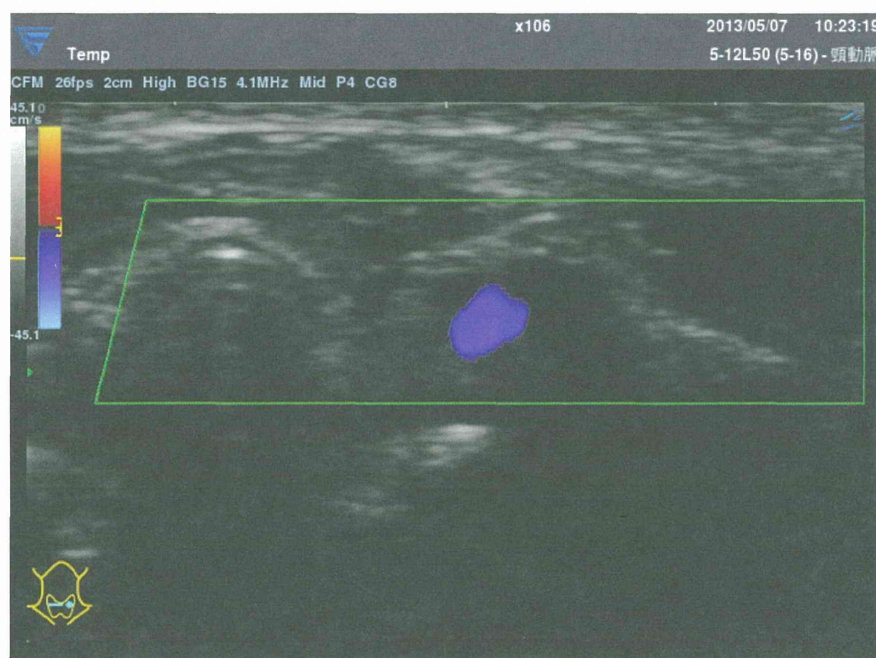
頸部血管を対象に取得したカラードプラ超音波エコー画像
